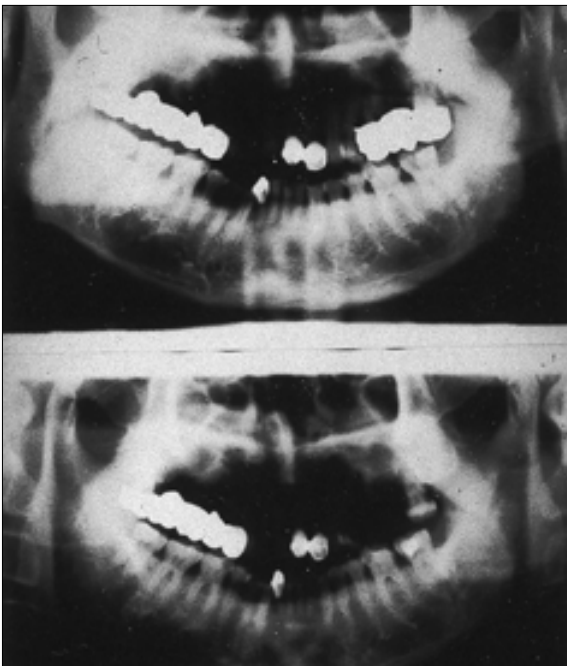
#46, 47 치근단부에 방사선 투과상을 보이는 파노라마 사진
